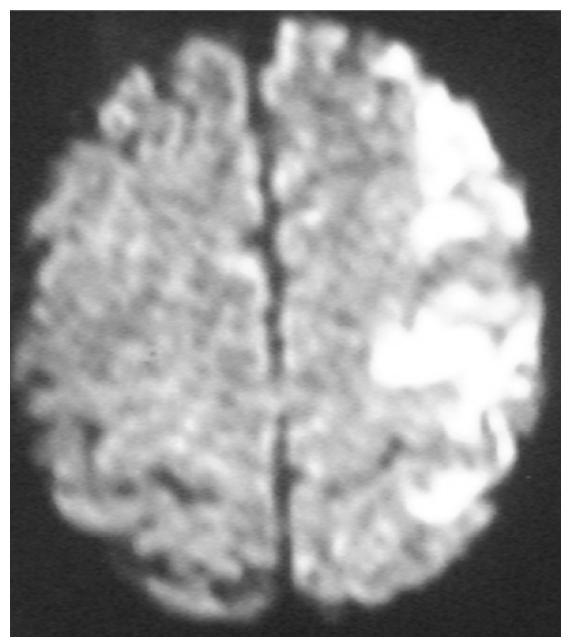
IRM que muestra zona isquémica en territorio de ACM.
